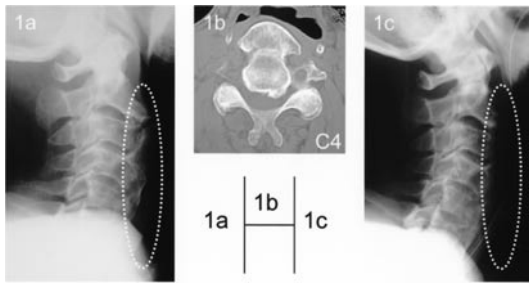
b 術前頸椎 X 線側面像および C4 レベル CT 頸椎前方に連続した大きな骨化巣を認める。
